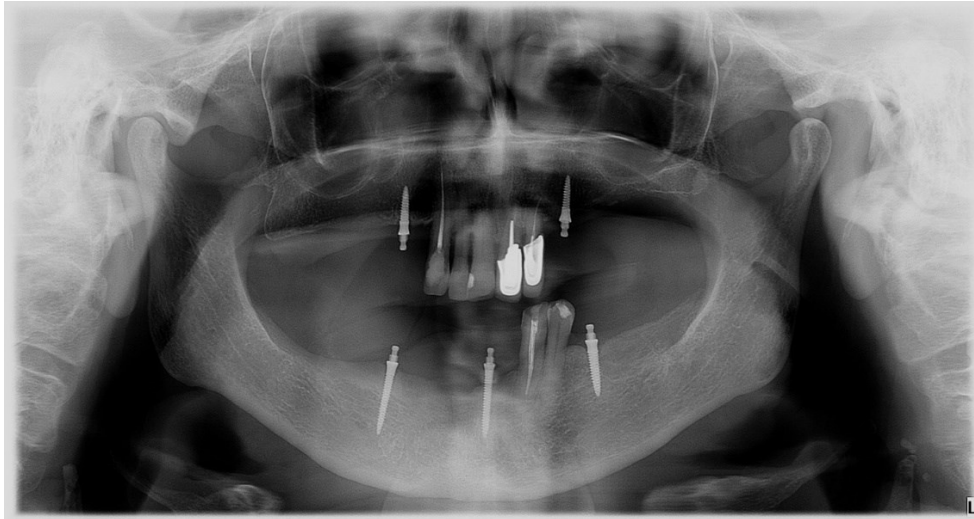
Ortopantomogramski prikaz početne situacije (uz dopuštenje dr.sc. Ines Kovačić, dr.med.dent.)
